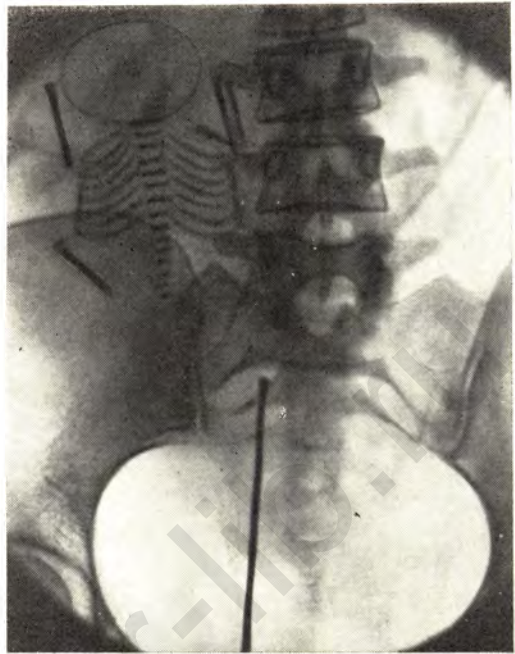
Прямая рентгенограмма живота. Металлический зонд введен в полость матки. В правой половине живота в тени матки виден небольшой плод в тазовом предлежании. Брюшная беременность.
